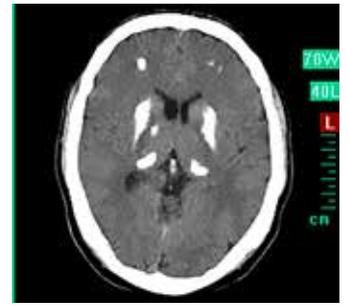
CT-Bildgebung eines Patienten mit Hypoparathyreoidismus. Die typischen intrazerebralen Verkalkungen sind gut zu erkennen.
